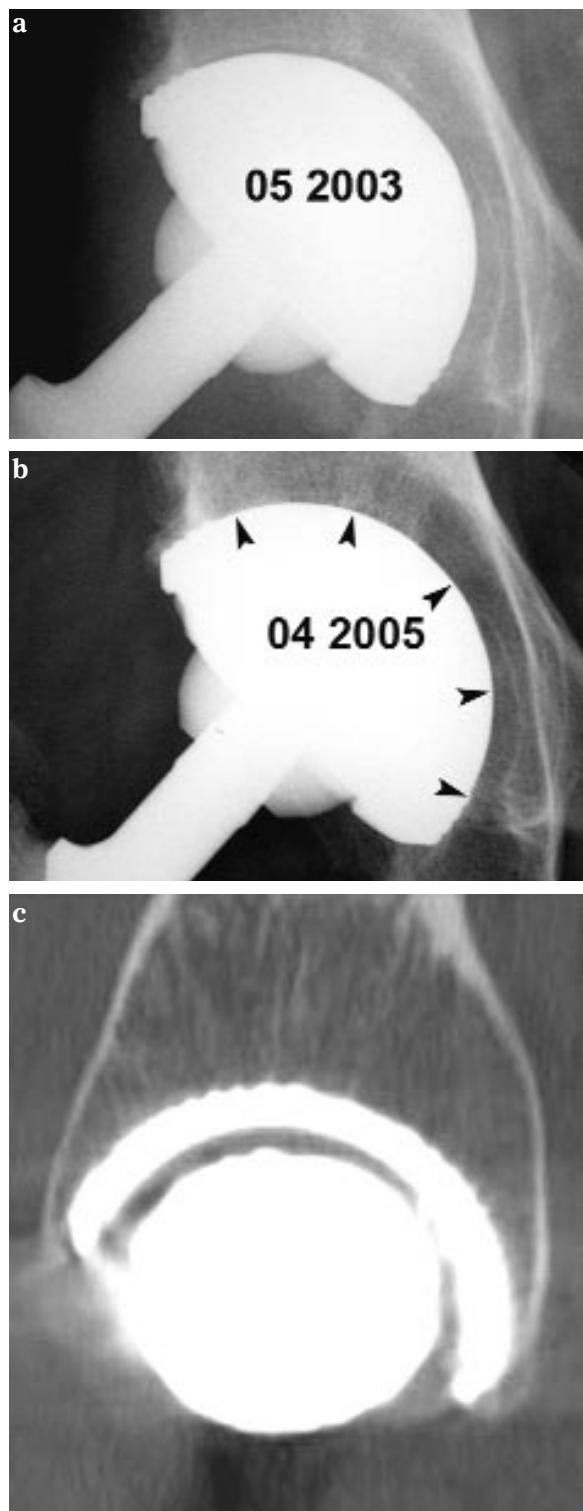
a, b, c : Ostéointégration normale. a) cliché postopératoire immédiat. b) même cliché deux ans après. Normalement, en quelques mois, un os spongieux homogène (têtes de flèches) arrive au contact de la prothèse. La coupe TDM sagittale (c) montre parfaitement les travées spongieuses en continuité avec le revêtement de surface du cotyle.
